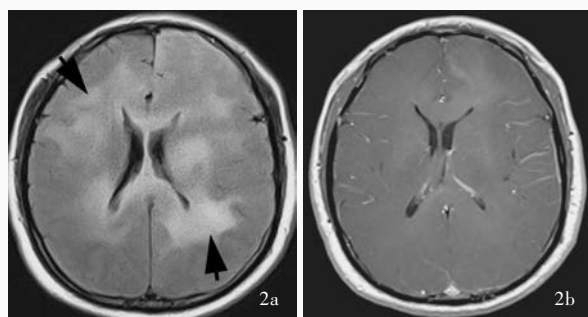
例1患者2014年5月8日头部MRI检查显示,右侧额颞叶和左侧侧脑室旁病灶较前略增大 2a 横断面FLAIR成像显示病灶呈高信号(箭头所示) 2b 横断面增强T<sub>1</sub>WI显示病灶未明显强化
